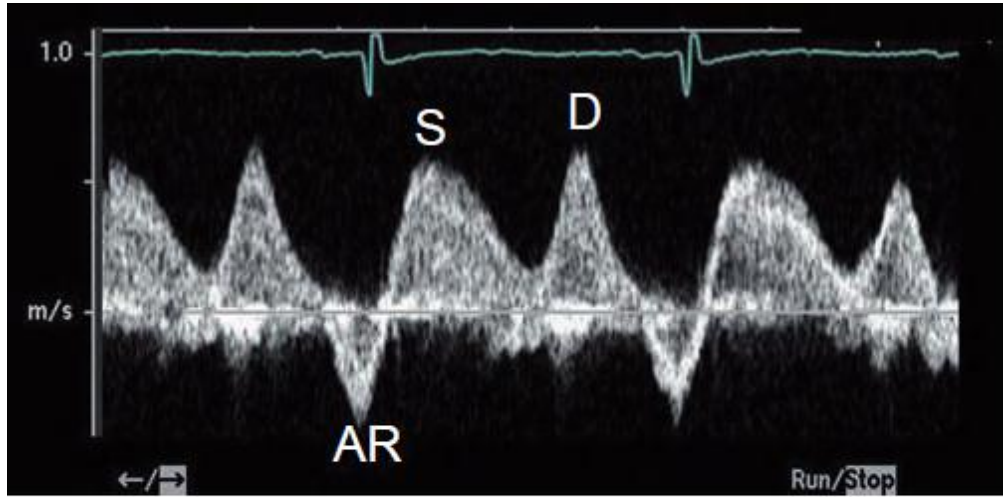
Pulmonary venous inflow Doppler. Phasic flow is characteristically seen with peaks in diastole (D) and systole (S) and deceleration of flow at end-systole and end-diastole. Atrial reversal of flow (AR) can be seen in late diastole with atrial contraction and may reflect elevated left ventricular end-diastolic filling pressure.
